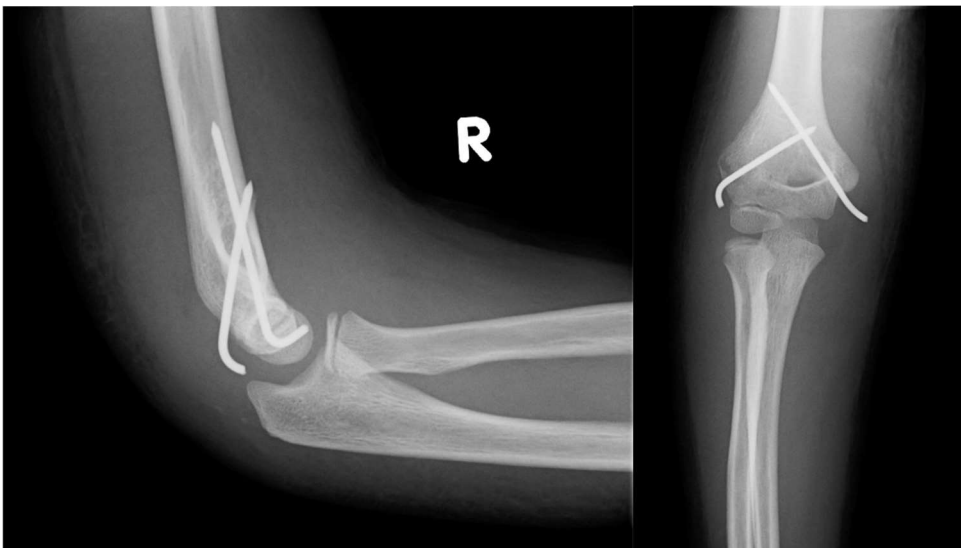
Fall 269: Röntgenbild zwei Tage postoperativ
